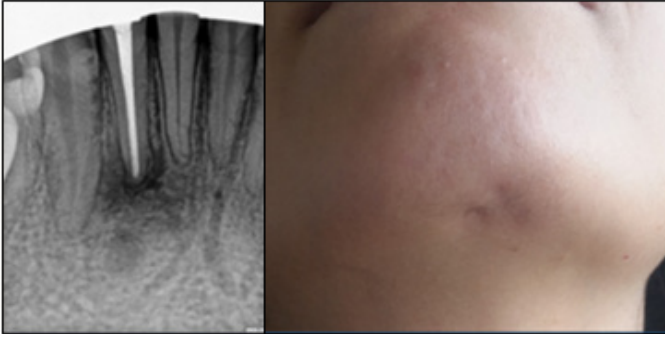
Periapikal teşhis radyografisinde 42 numaralı dişte periapikal lezyon varlığı 4b: Çene bölgesinde yaygın iltihap odakları
